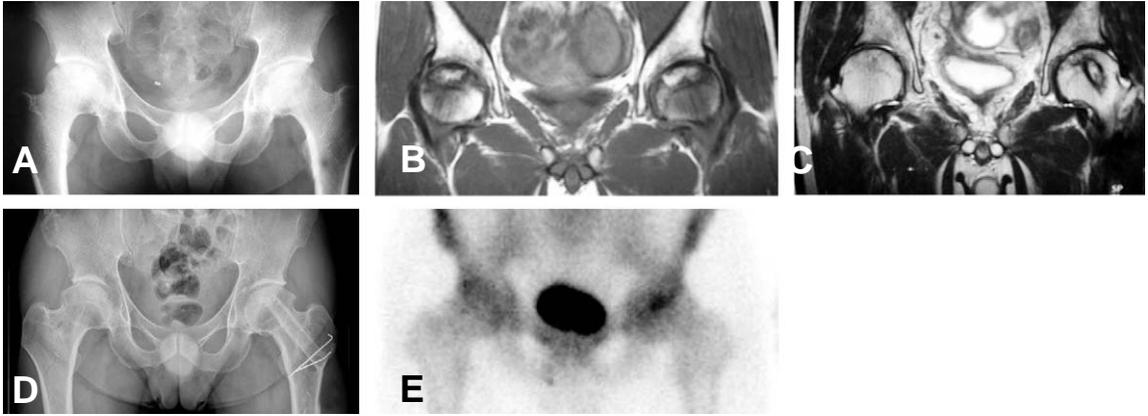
(A), (B) Preoperative plain x-ray and MRI figures of 31-year-old male patient showed the osteonecrosis of both femoral heads. (C) MRI figure, at 3 years and 11 months after the operation, shows near normal images of both femoral heads. (D) At six years and 9 months after the operation, there were no evidences of the collapse or necrosis of femoral heads, and the grafted bones were well maintained. (E) Bone scan image still shows the increased uptake of both femoral head.
